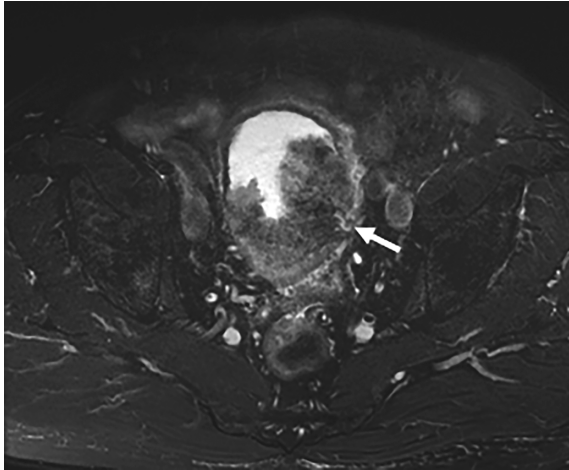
Magnetic Resonance Imaging (MRI) T2強調画像 水平断 膀胱後壁の広範囲に低吸収な腫瘍を認める (矢印)。
